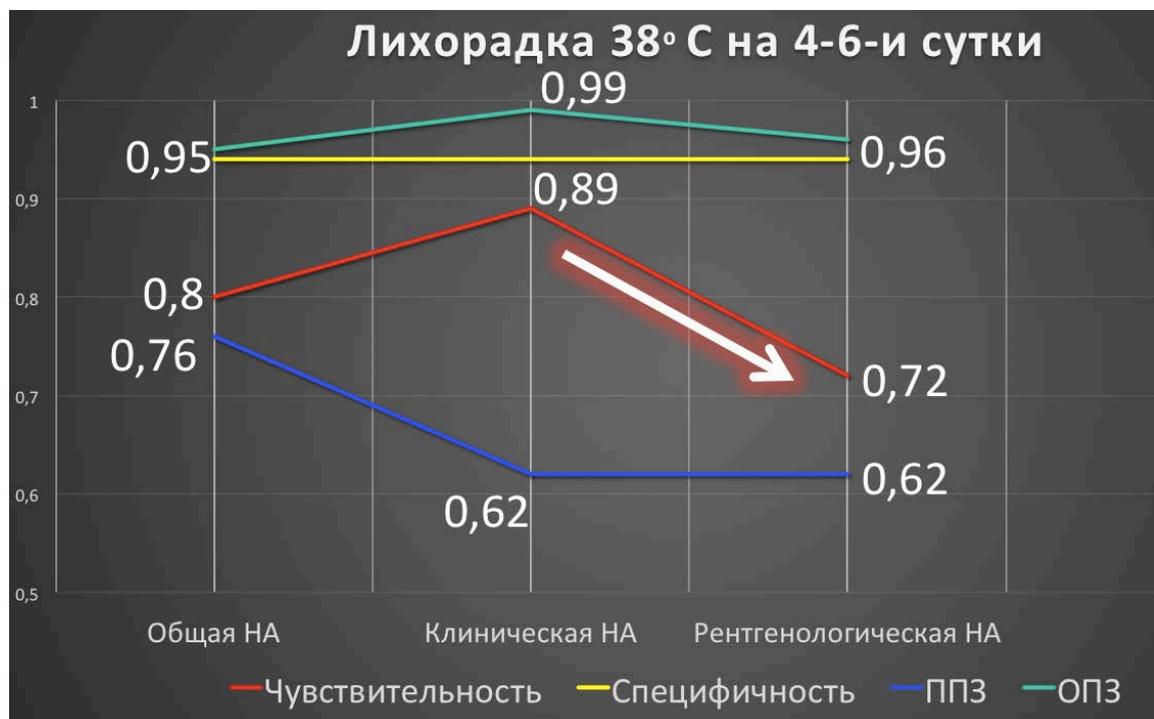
Сравнение эпизодов лихорадки в период 4-6 суток послеоперационного периода у пациентов с клинической и рентгенологической несостоятельностью анастомоза.
